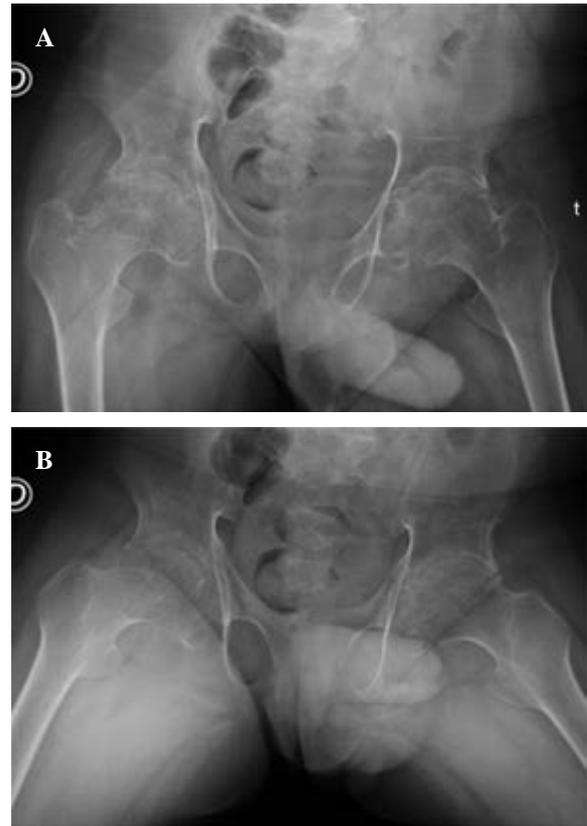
A y B) Radiografías anteroposterior y Lowenstein de ambas caderas. Se aprecia la afección articular bilateral, la pobre calidad ósea y el Dorr tipo C en fémur proximal.
